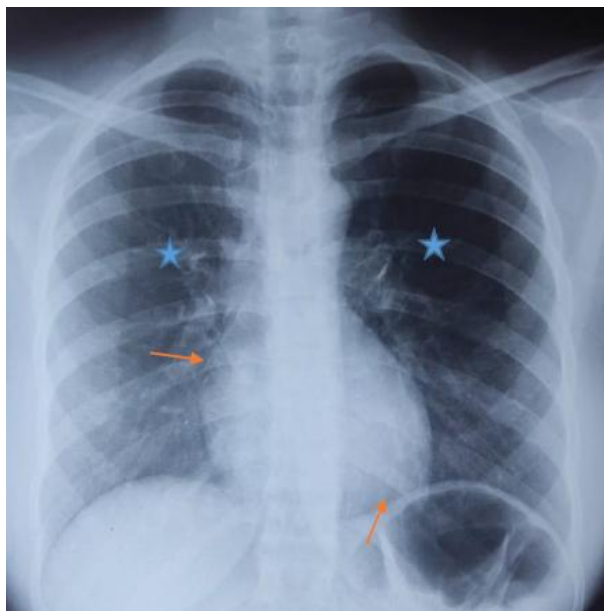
Radiographie thoracique de face montrant une hyperclarté médiastinale diffuse (→) avec hyperclarté parenchymateuse pulmonaire bilatérale (★) en rapport avec un pneumomédiastin de moyenne abondance.
